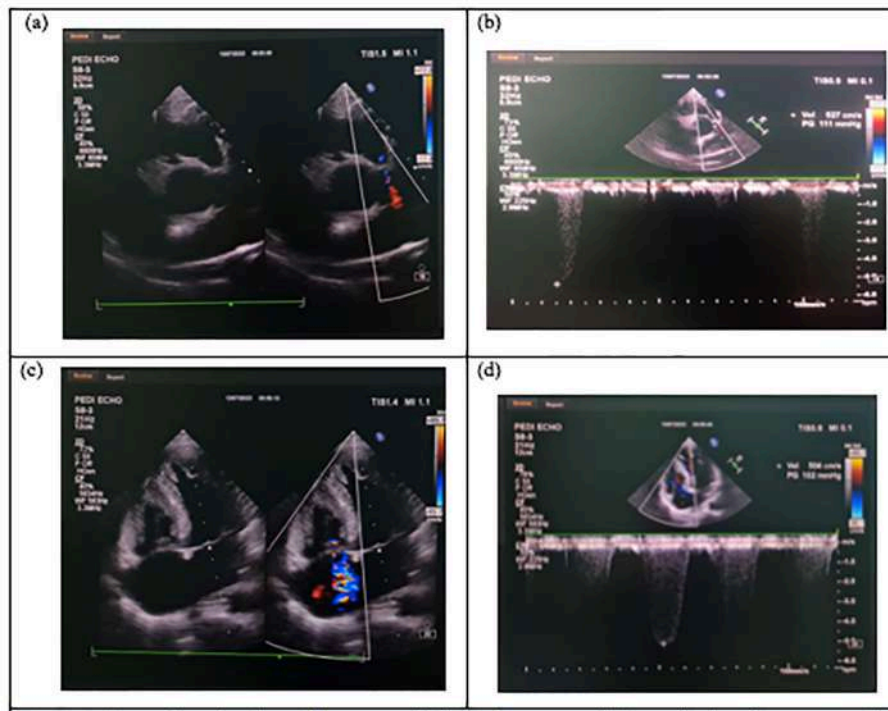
A transthoracic echocardiogram on admission in parasternal short-axis view shows a severely narrowed pulmonary valve (a) with a severe transvalvular gradient of 111 mmHg (b). An apical 4-chamber shows severe tricuspid regurgitation (c) with peak velocity (Vmax) of 5.04 m/s and maximum pressure gradient (maxPG) of 102 mmHg (d).
